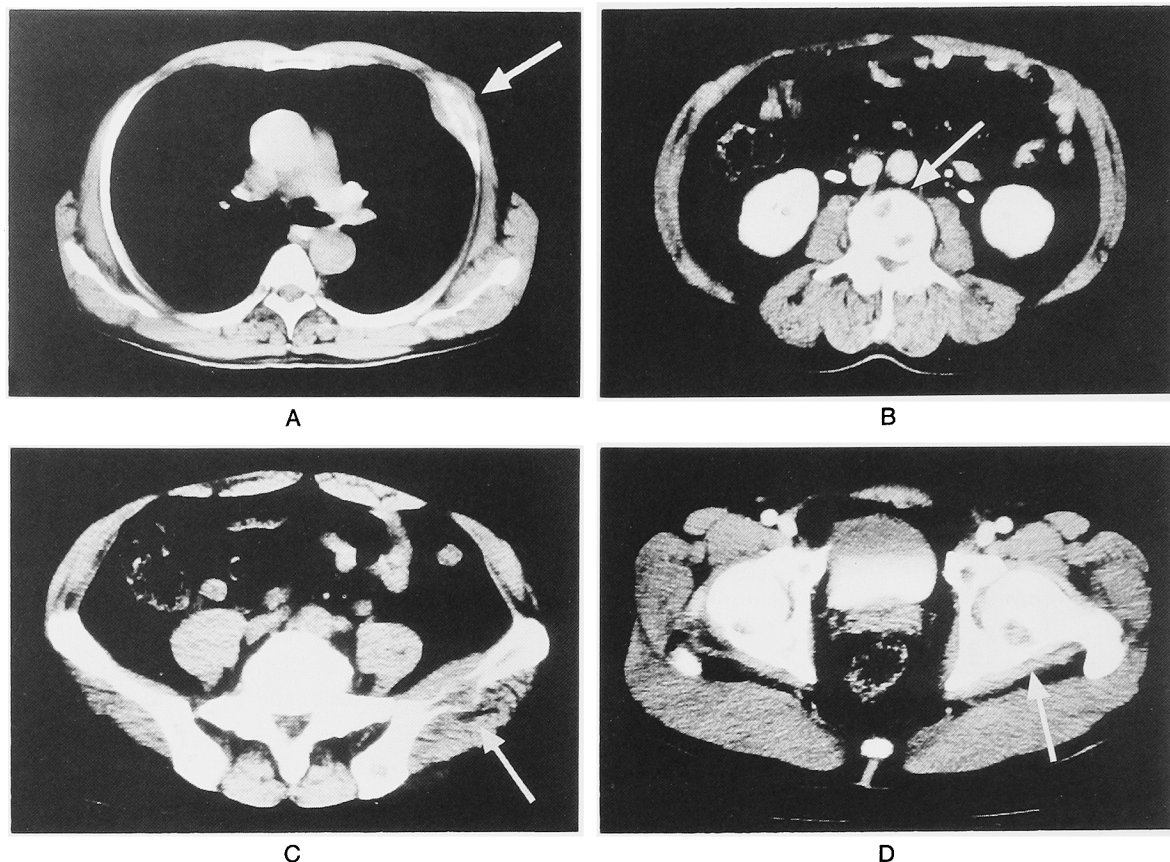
The CT scan reveals multiple osteolytic changes, concluded rib, vertebra, iliac bone, and femur.
